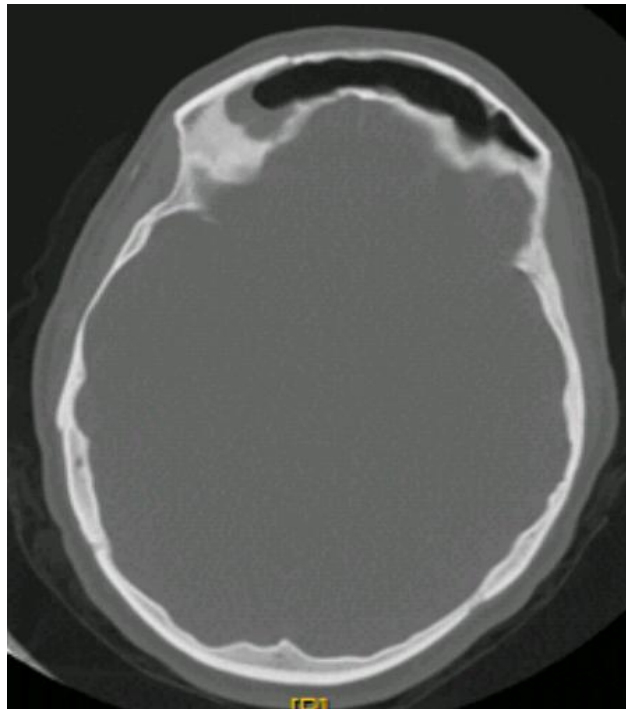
TDM faciale en coupe axiale montrant un volet osseux en regard des deux sinus frontaux avec réalisation d'un DRAF III pour mucocèle frontale bilatérale (voie de CAIRNS). Iconographie CHU Hassan II Fès.
